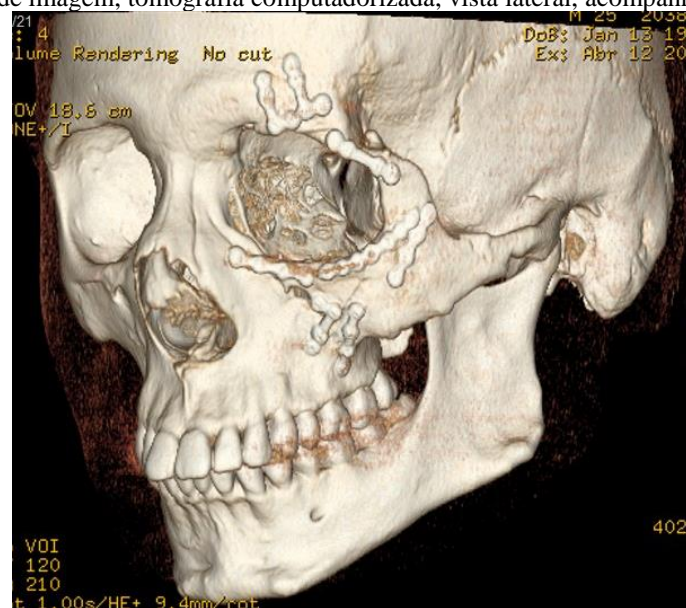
Exame de imagem, tomografia computadorizada, vista lateral, acompanhamento de 08 meses.
